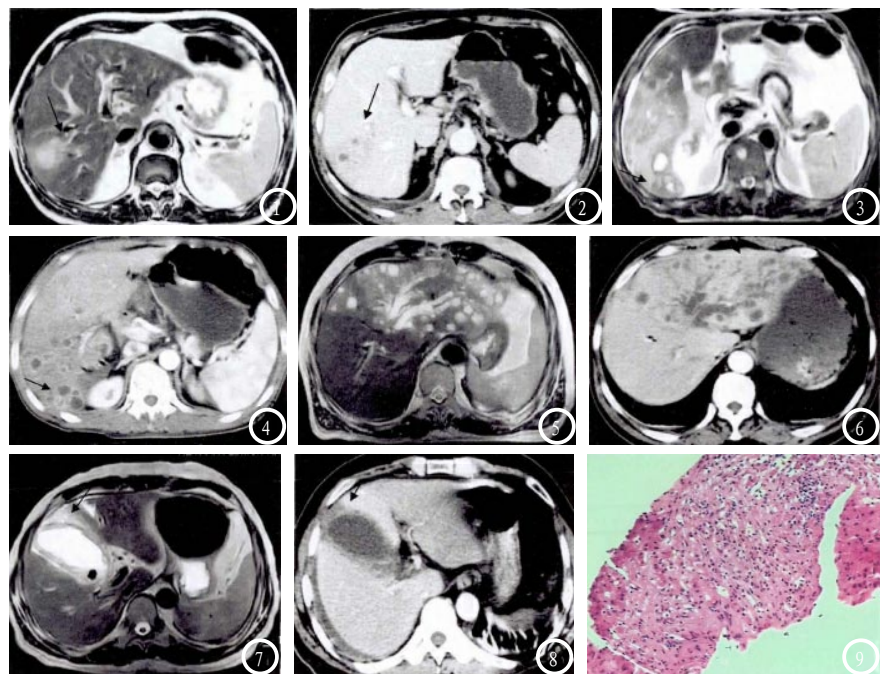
门静脉源性脓肿早期病变CT动态增强、MRI平扫同层对比。图3-4 胆管源性脓肿早期病变CT动态增强、MRI平扫同层对比。图5-6 肝动脉源性脓肿早期病变CT动态增强、MRI平扫同层对比。图7-8 直接蔓延所致脓肿早期病变CT动态增强、MRI平扫同层对比。图9 肝穿涂片。
